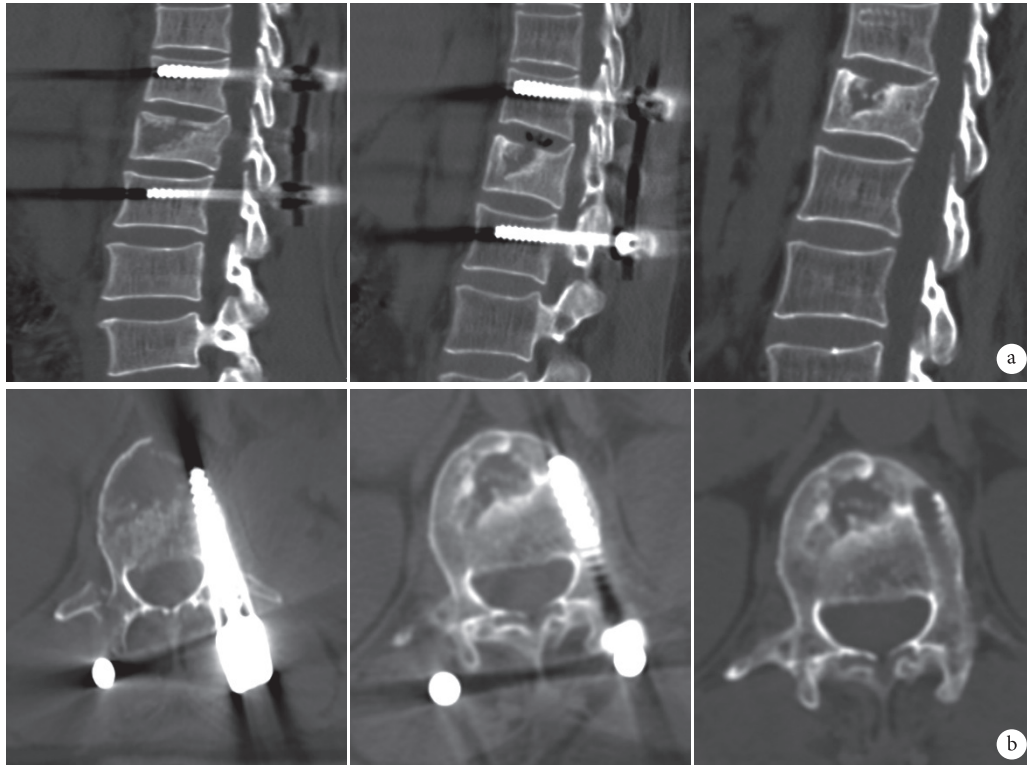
缩小型椎体“空壳”CT图像 a. 从左至右分别为术后即刻、6个月、1年矢状位CT; b. 从左至右分别为术后即刻、6个月、1年水平位CT
